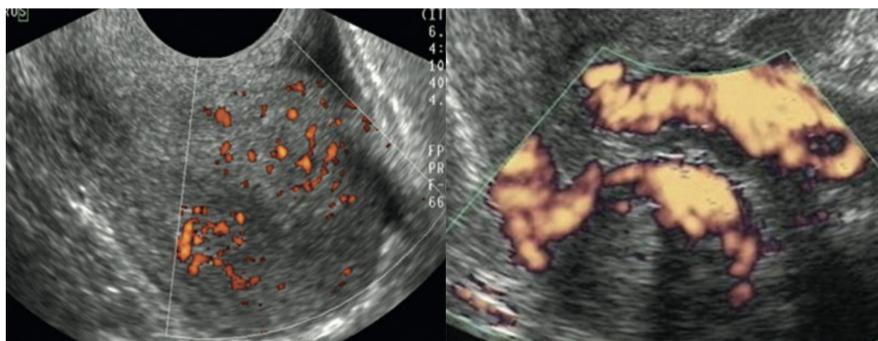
Diferenças da vascularização na adenomiose e no leiomioma, evidenciadas no USTV com Power Doppler. A. Vascularização cruza o miométrio hipertrofiado na adenomiose difusa. B. Projeções vasculares periféricas no leiomioma.²
